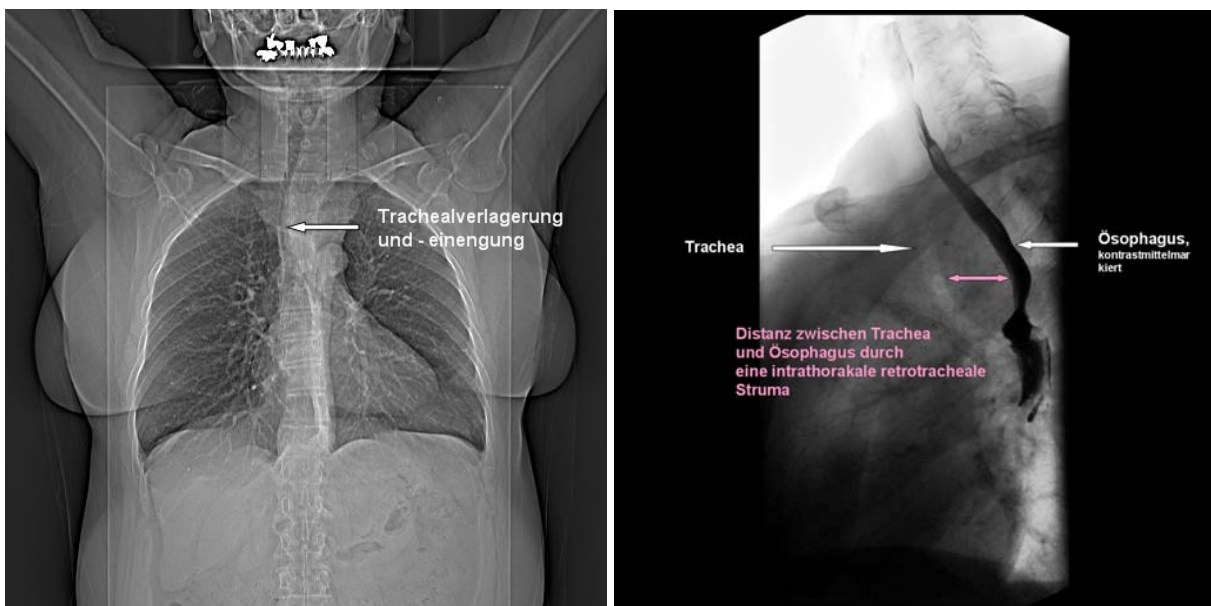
Das ap. Thoraxröntgen (linke Abb.) zeigt eine Verlagerung und Einengung der Trachea als Ausdruck einer intrathorakalen Struma, das seitl. Röntgen (rechte Abb) mit kontrastmittelmarkiertem Ösophagus diagnostiziert eine retrotracheale Ausdehnung.
